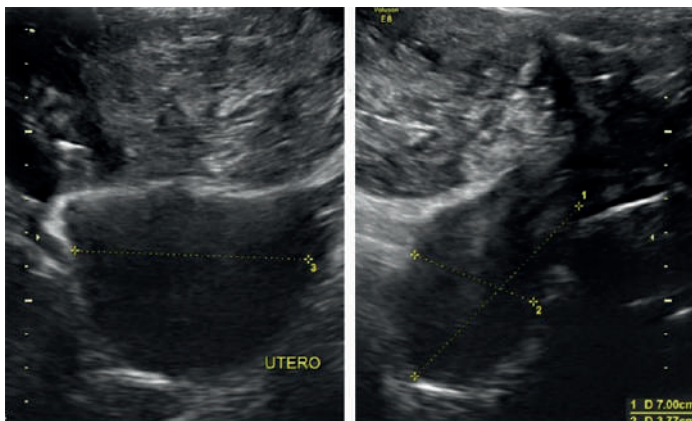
Ultrasonido transvaginal donde se observa el útero vacío.
